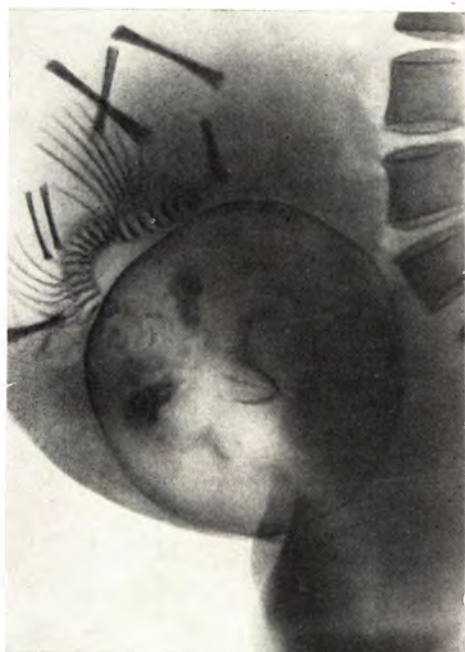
Боковая рентгенограмма живота той же беременной, что на рис. 86. Головка расположена высоко над входом в таз, округлой формы, резко увеличена в размерах.
